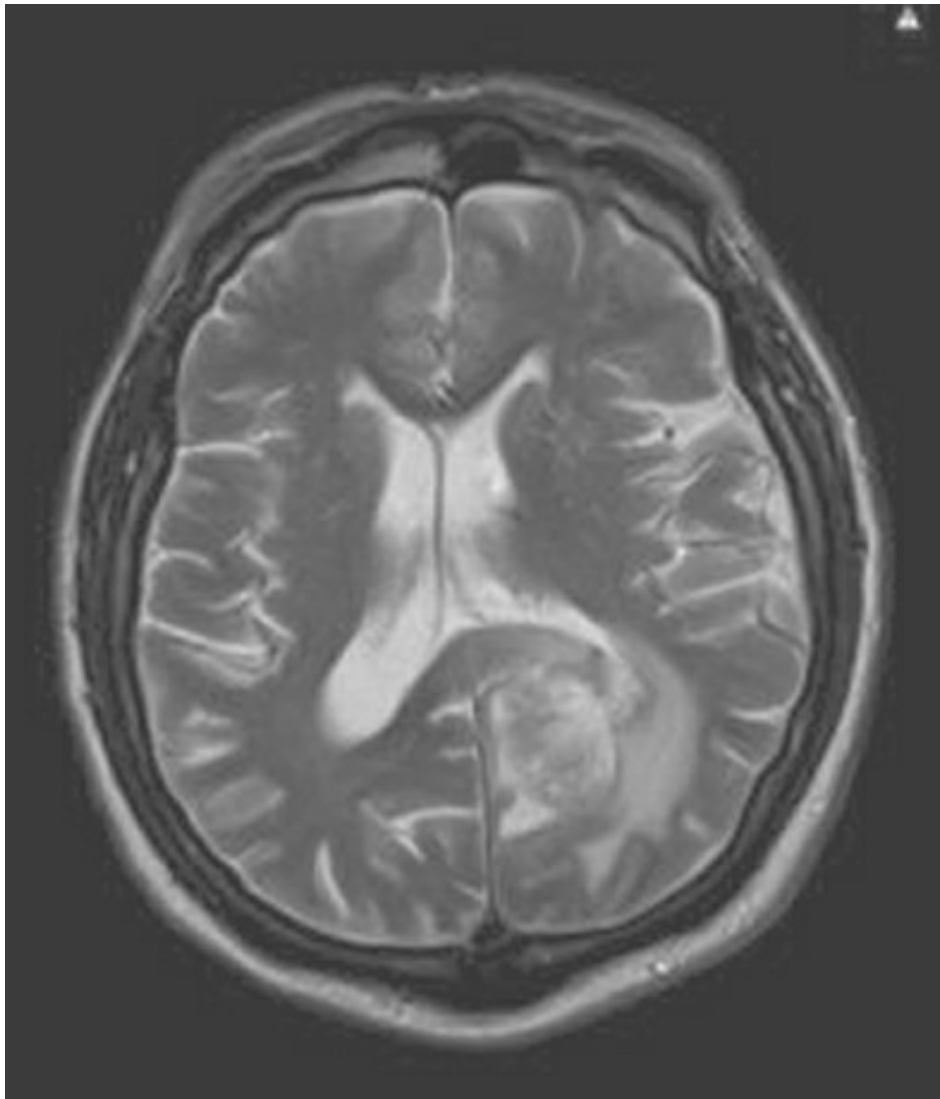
RMN axial ponderada en T2.
